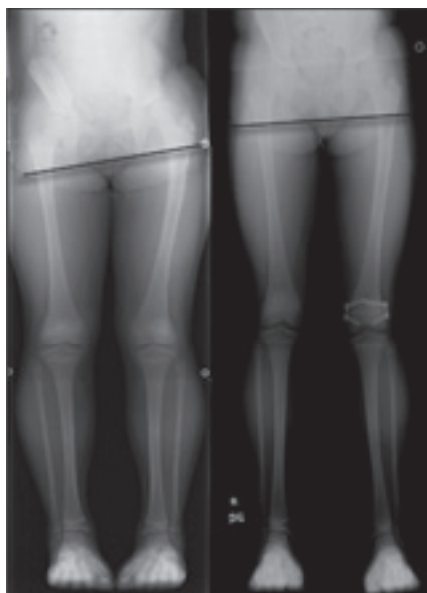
単純X線写真 左:8歳3か月時, 右:9歳8か月(術後17か月)時のもの
